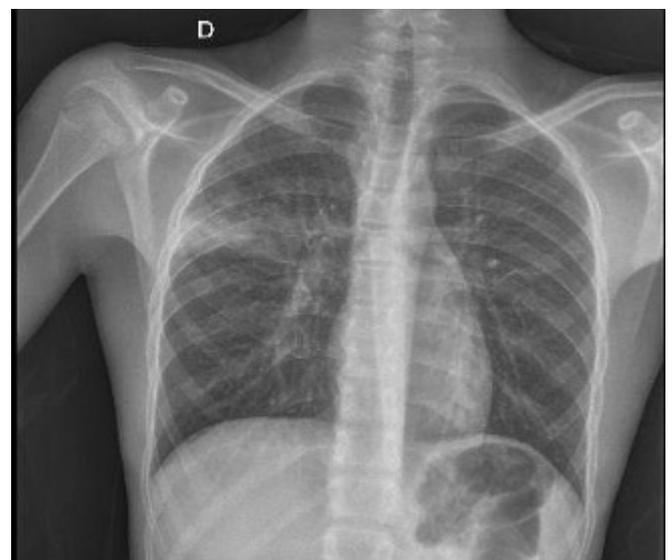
Radiografia del torace con evidenza di ispessimento periscissurale destro e aree sopra-scissurali.
